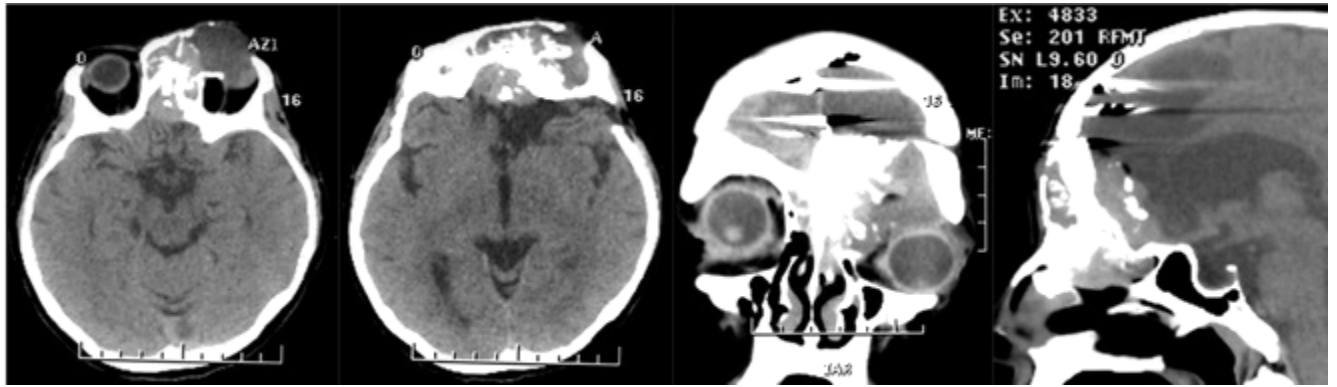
Наблюдение №2. СКТ до операции. Менингиома занимает ПЧЯ и распространяется в полость носа, решетчатый лабиринт, лобную пазуху и левую глазницу, формируя гиперостоз основания черепа
